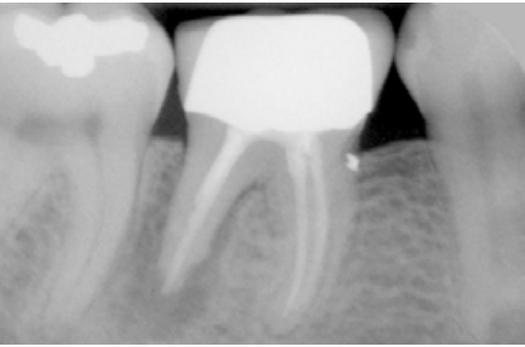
Das Röntgenbild zeigt einen nicht erhaltungswürdigen Zahn in regio 46.
